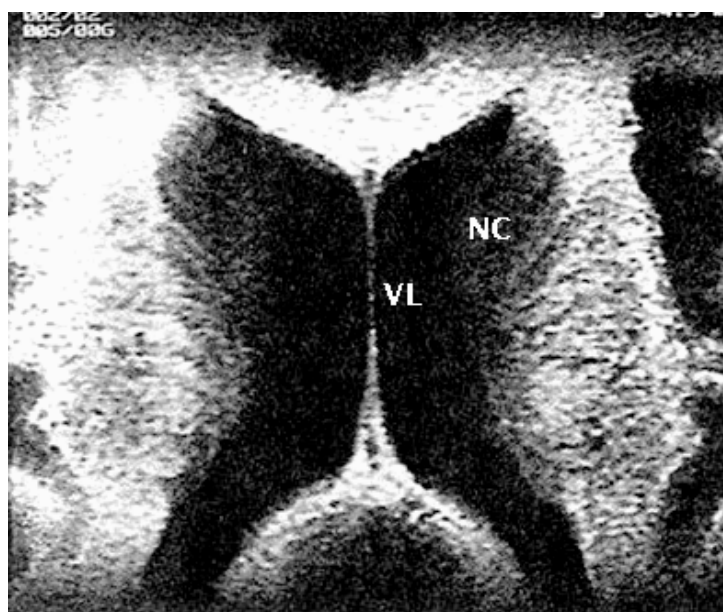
coupe IRM axiale passant par les noyaux caudés (NC).
